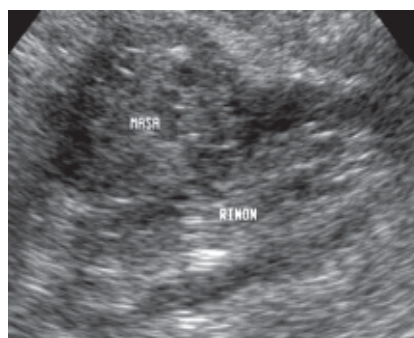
Ultrasonido renal. Se observa una imagen tumoral de mayor ecogenicidad.
